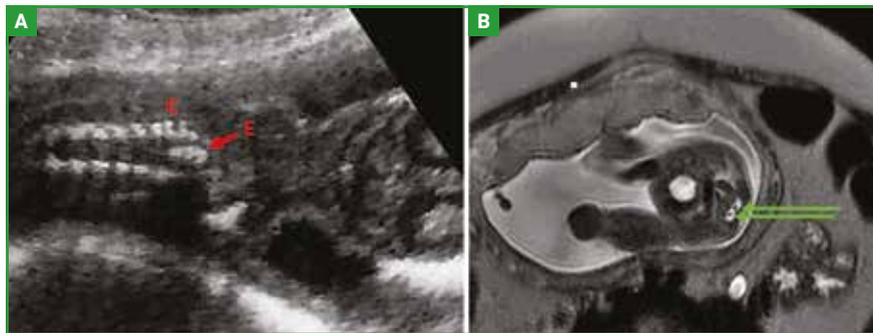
Images de diagnostic anténatal de diastématomyélie de type I. A : échographie vue coronale, élargissement du canal vertébral (C) et éperon visible (E). B : IRM fœtale, séquence T2, coupe axiale, deux moelles visibles (*flèches vertes*).
